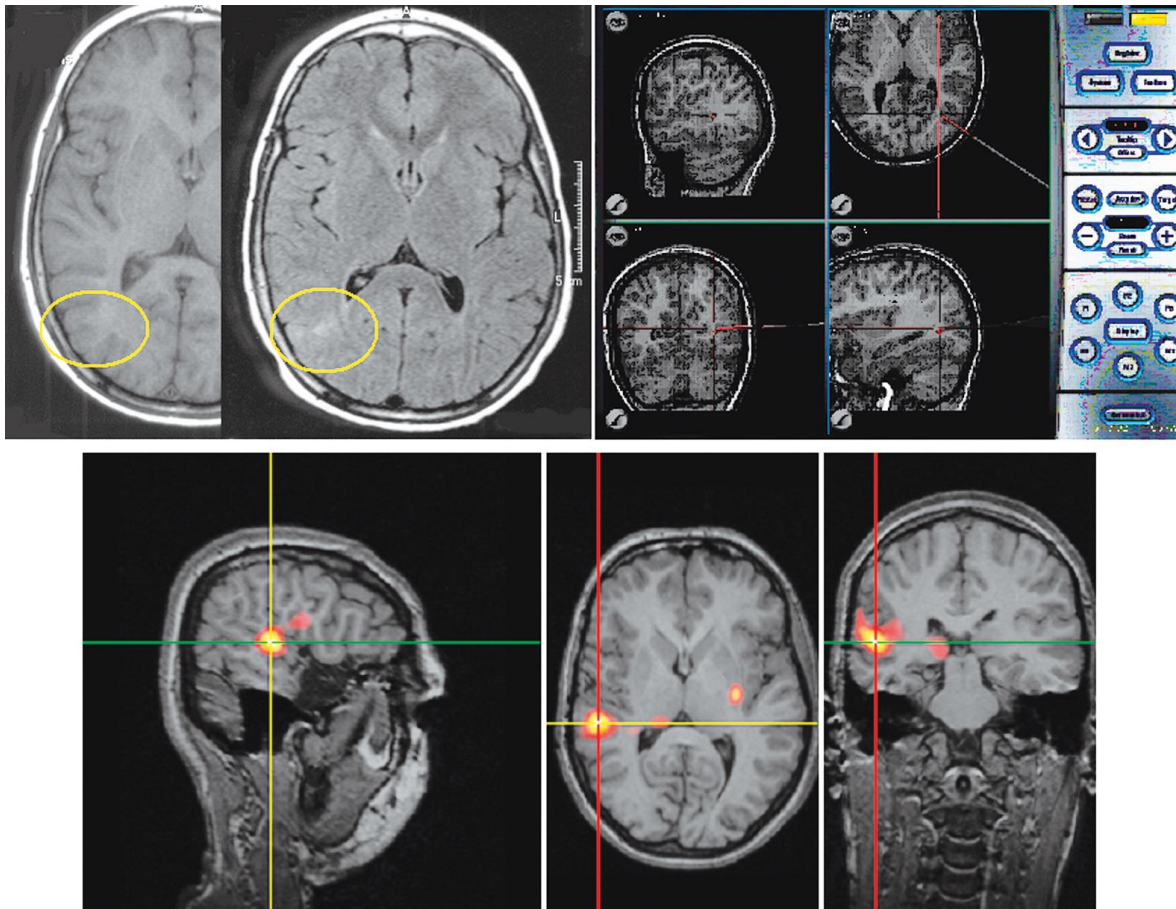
Imagen que muestra a un paciente que fue manejado con lobectomía anteromedial del lóbulo temporal, posterior a la recurrencia de una crisis, inicialmente la MRI (imagen superior izquierda); una reevaluación sugirió una malformación focal del desarrollo cortical (imagen superior media) una imagen obtenida por SPECT y corregistrada con MRI aporó evidencia de epileptogenicidad en el área dorsal de la cavidad reseccionada (imágenes inferiores), se realizó una nueva resección guiada por neuronavegador (imagen superior derecha), el paciente se volvió libre de crisis. (Tomada de <sup>53</sup>)
